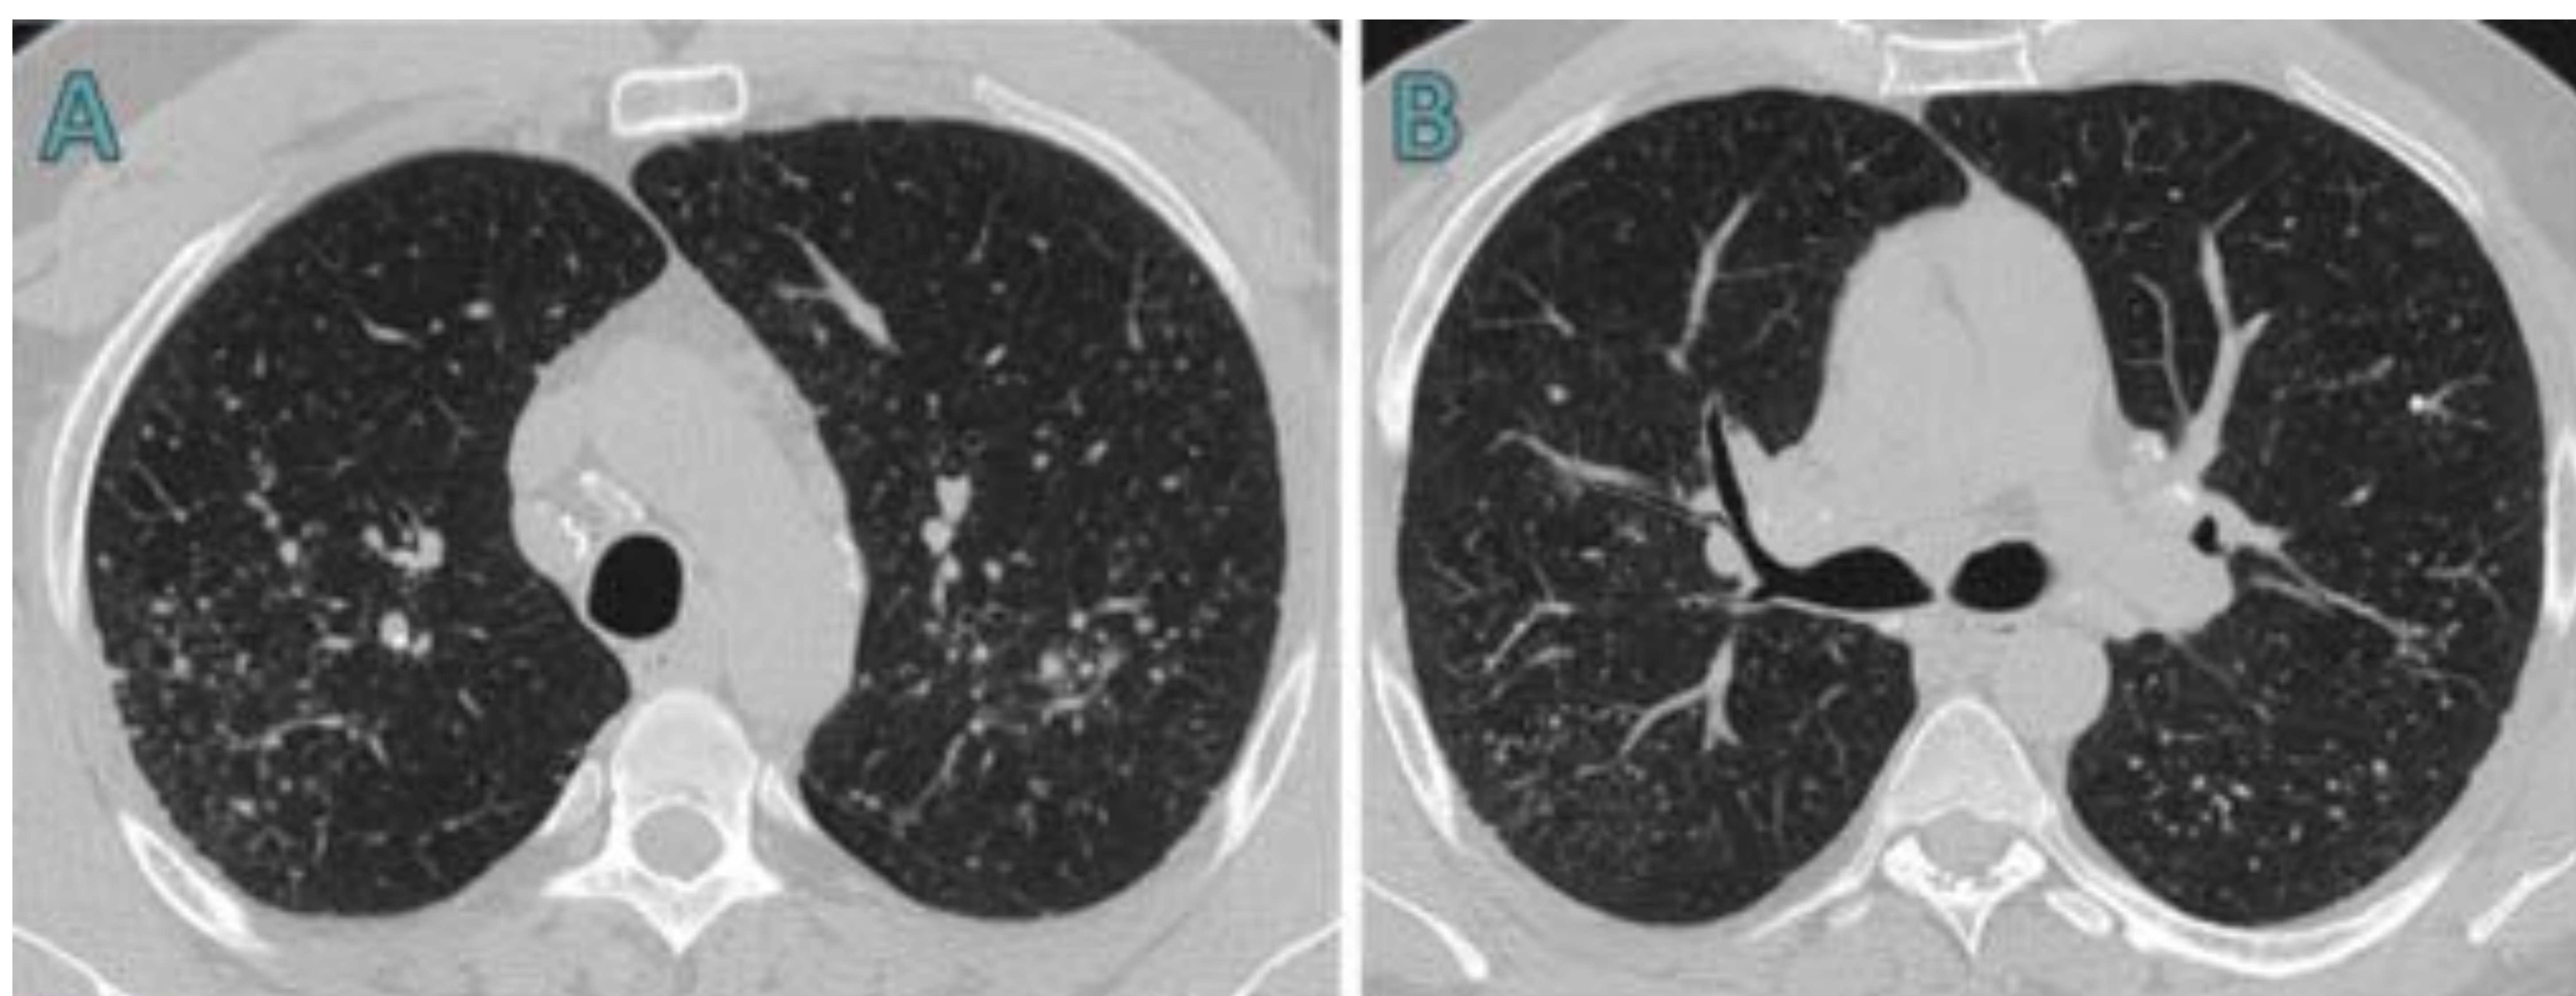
TC de tórax de un paciente diagnosticado de silicosis. A y B) Con la ventana de pulmón observamos múltiples nódulos pulmonares bilaterales de alta densidad, algunos de ellos calcificados, más abundantes en campos superiores. C. Adenopatías mediastínicas calcificadas, algunas en «cáscara de huevo».
